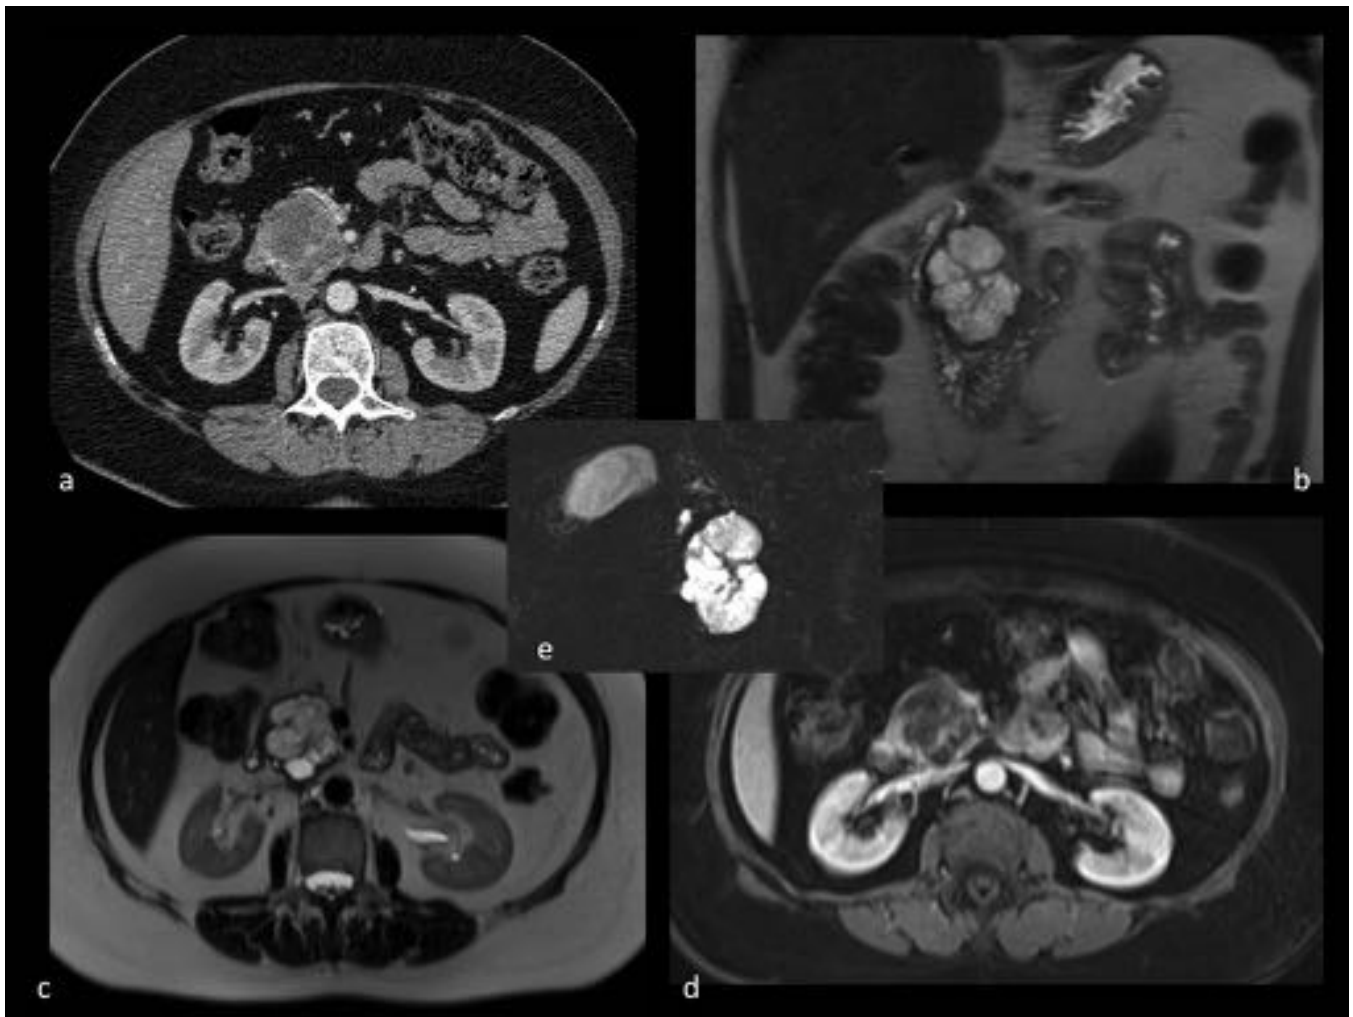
Mujer de 61 años. Lesión multiquistica en cabeza pancreática con ciatriz central en estrella, sin comunicación con el conducto pancreático, en relación con cistoadenoma seroso. a. CT con civ. b. T2 coronal. c. T2 axial. d. T1 contraste. e. ColangioRM 3D
